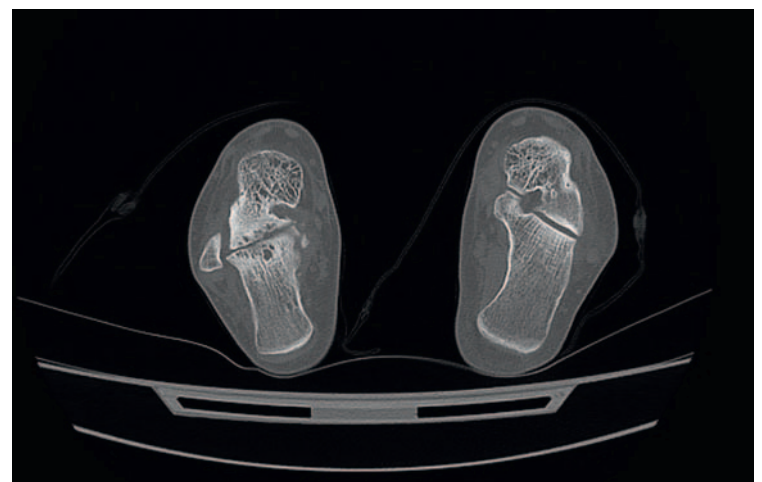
Компьютерная томография в предоперационном периоде (горизонтальная проекция)
